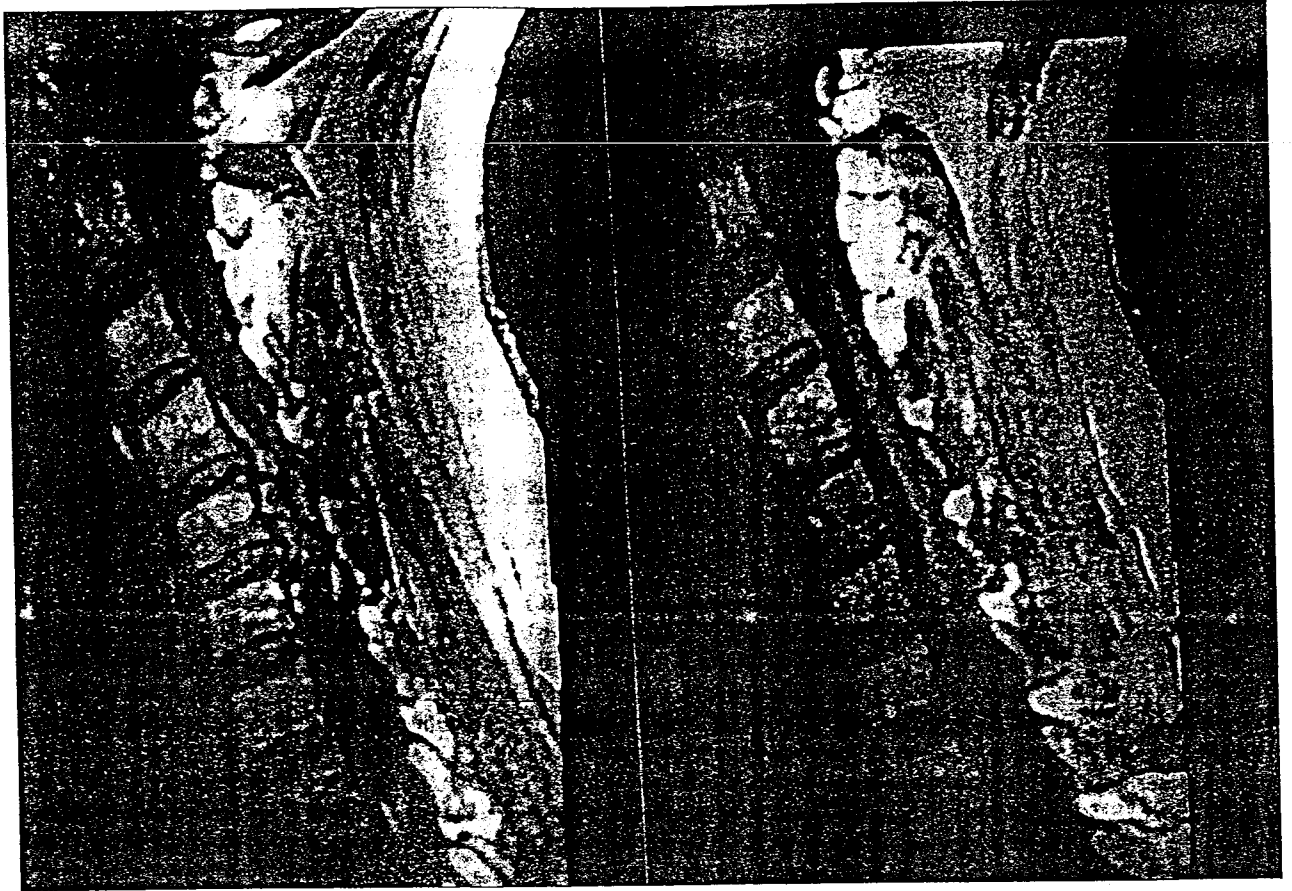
A gauche, il y a une image IRM qui montre une hernie discale au niveau C4-C5 et une autre au niveau C5-C6. A droite, on peut voir l'image IRM post-opératoire après l'ablation de la hernie discale, soit au niveau C4-C5, soit au niveau C5-C6.
